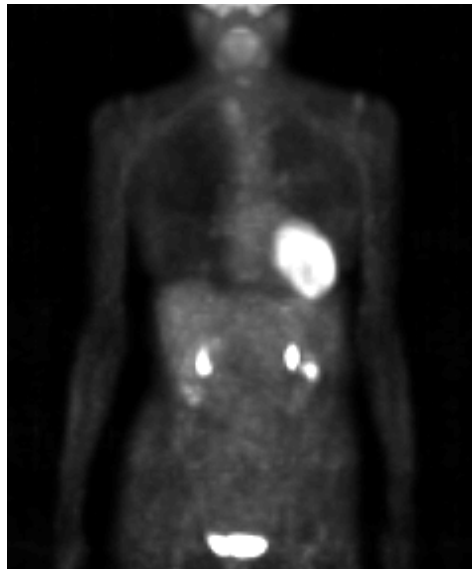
Ejemplo de imagen PET de paciente con cáncer de pulmón
